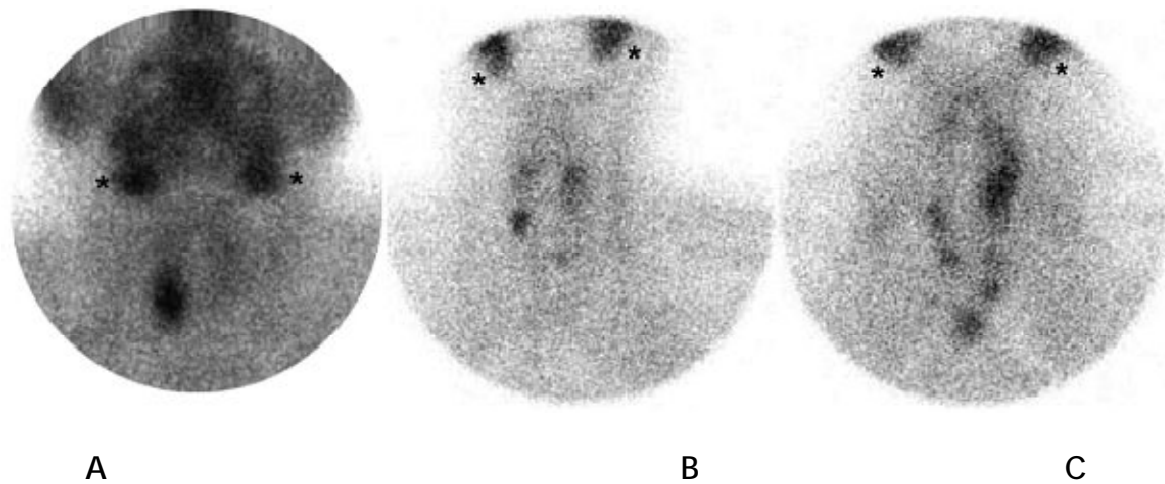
[1] : Résultats de la scintigraphie au technetium 99-sestamibi dans les différentes formes de l'hyperparathyroïdie primaire.
